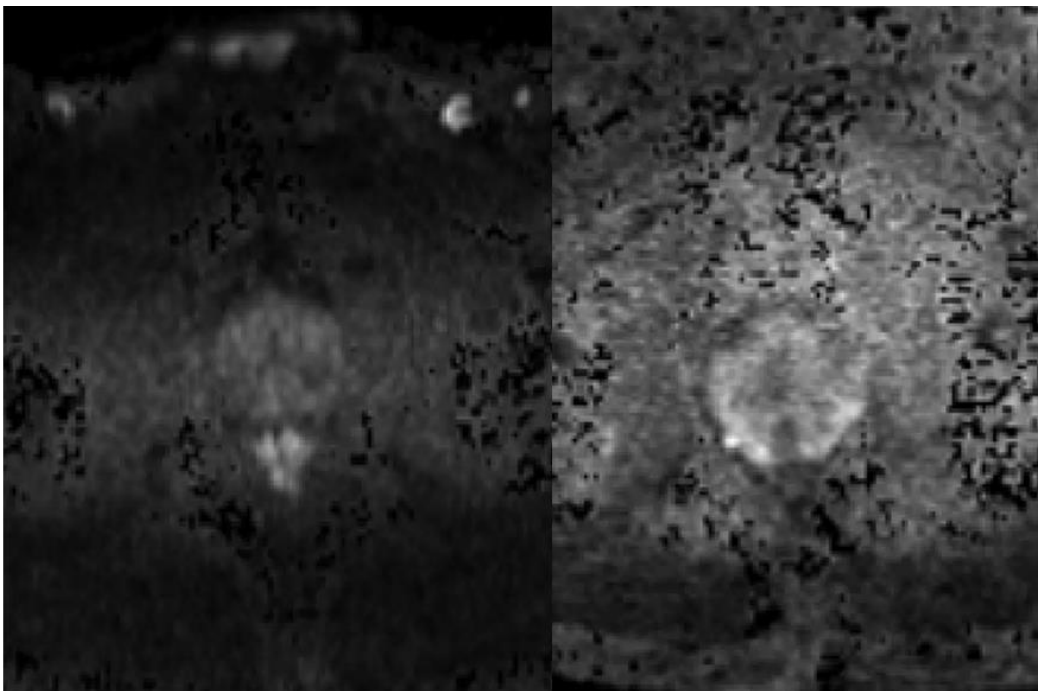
Aufnahme der Prostata in der axialen diffusionsgewichteten MRT-Sequenz: Abgebildet ist beispielhaft eine axiale Schnittebene der Prostata in der diffusionsgewichteten Sequenz mit b-Wert 1400 (links) und die entsprechende ADC-Karte (rechts) einer Prostata-MRT. Quelle: eigene Abbildung
